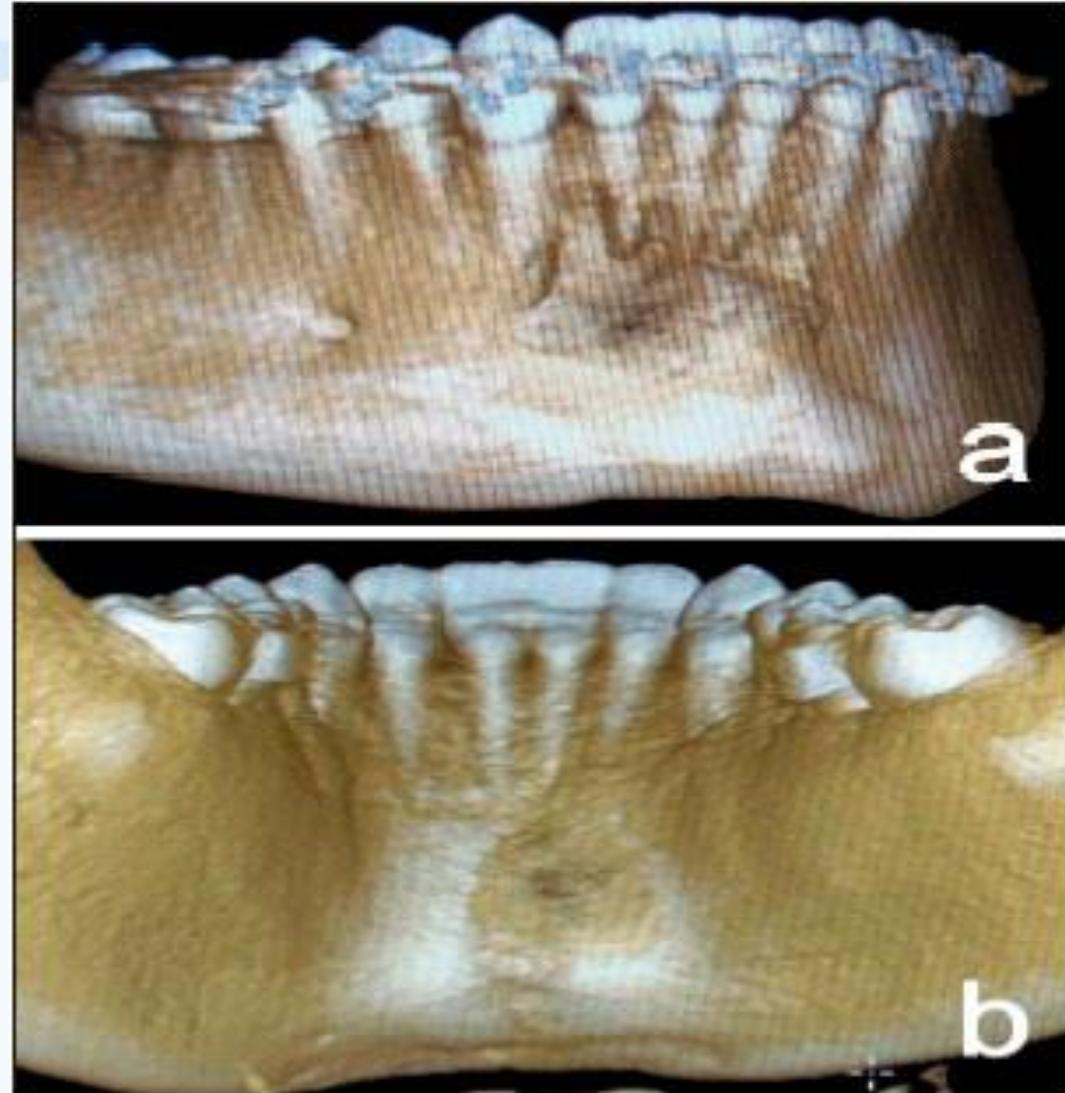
a y b) Tomografía computarizada; las imágenes 3D demuestran alteración de la arquitectura ósea en la zona de síntesis mandibular.
